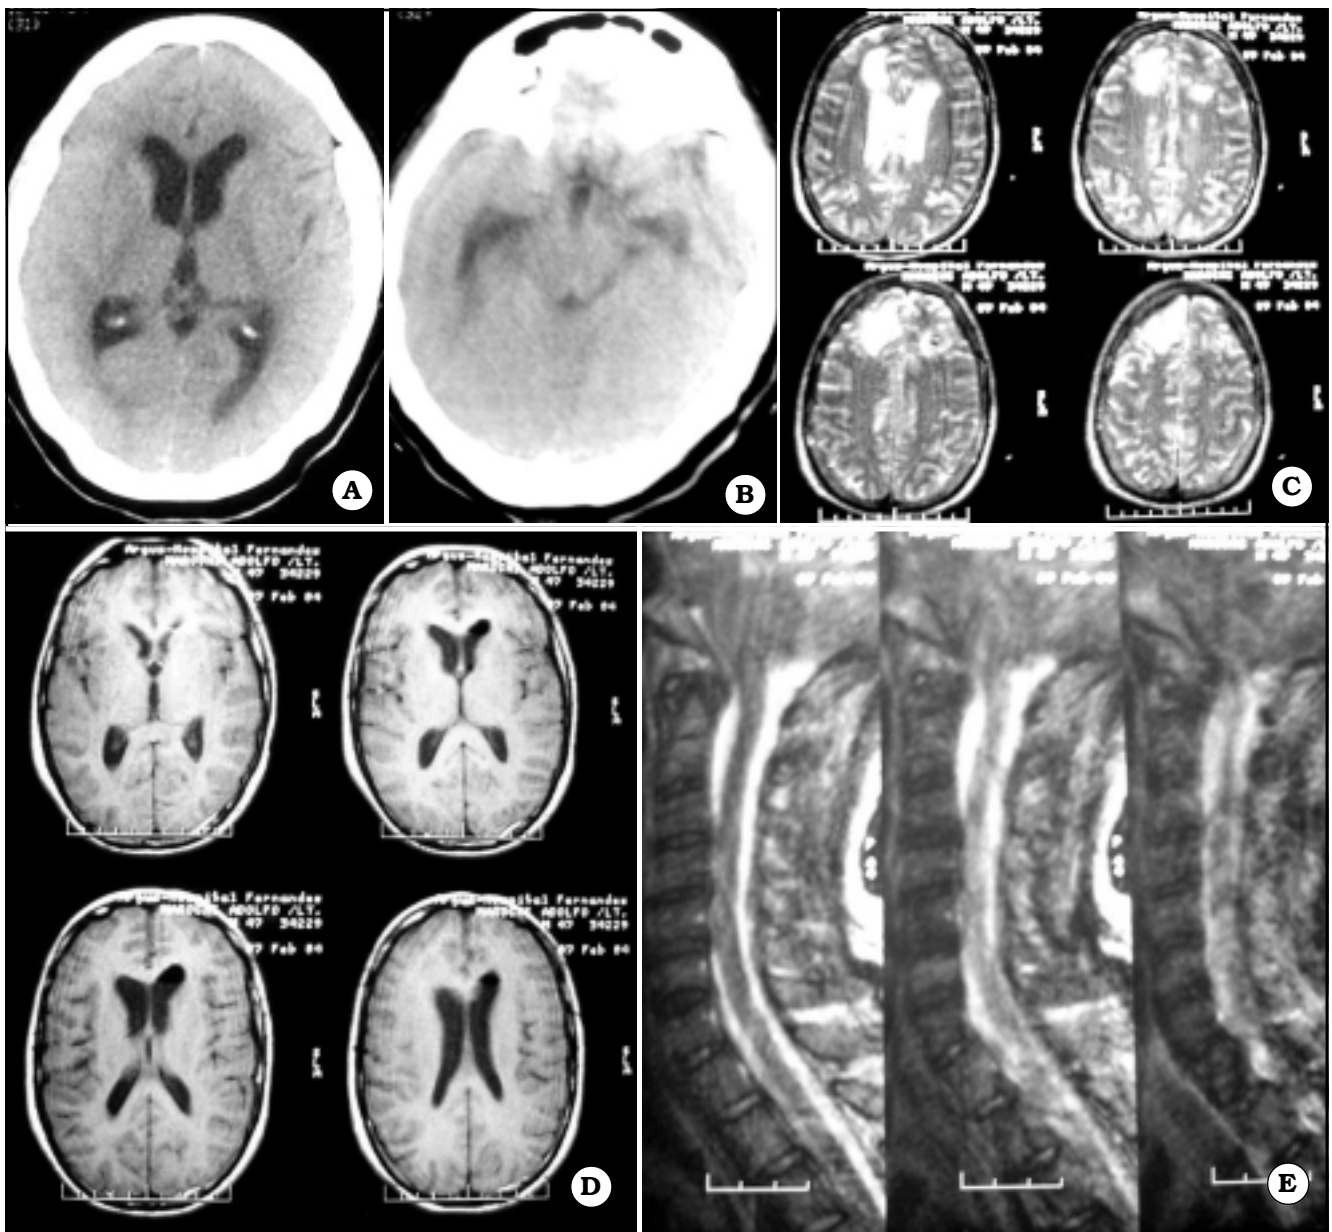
Caso 1: estudios al ingreso. A y B: TAC. C y D: IRM. E: IRM de columna cervical
